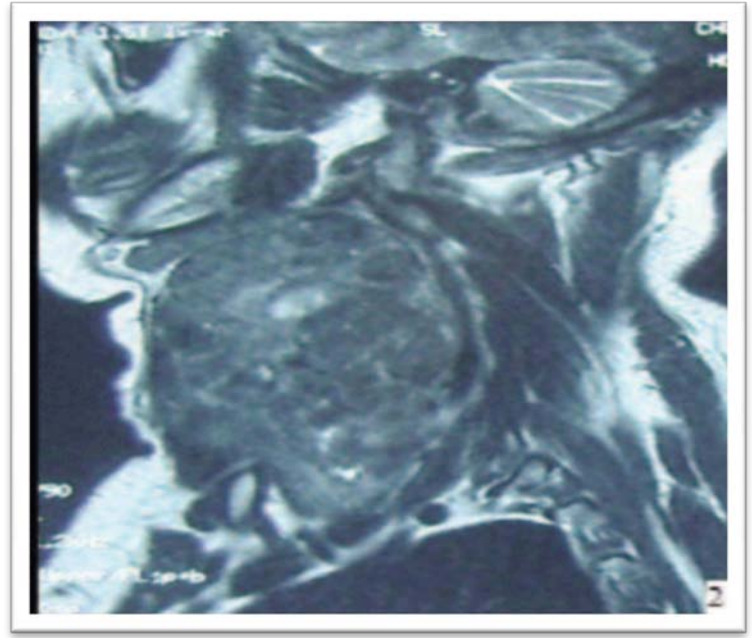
IRM en coupe axiale (1) et coronale (2) objectivant un goitre plongeant avec de multiples kystes et compression du larynx et de la trachée.
